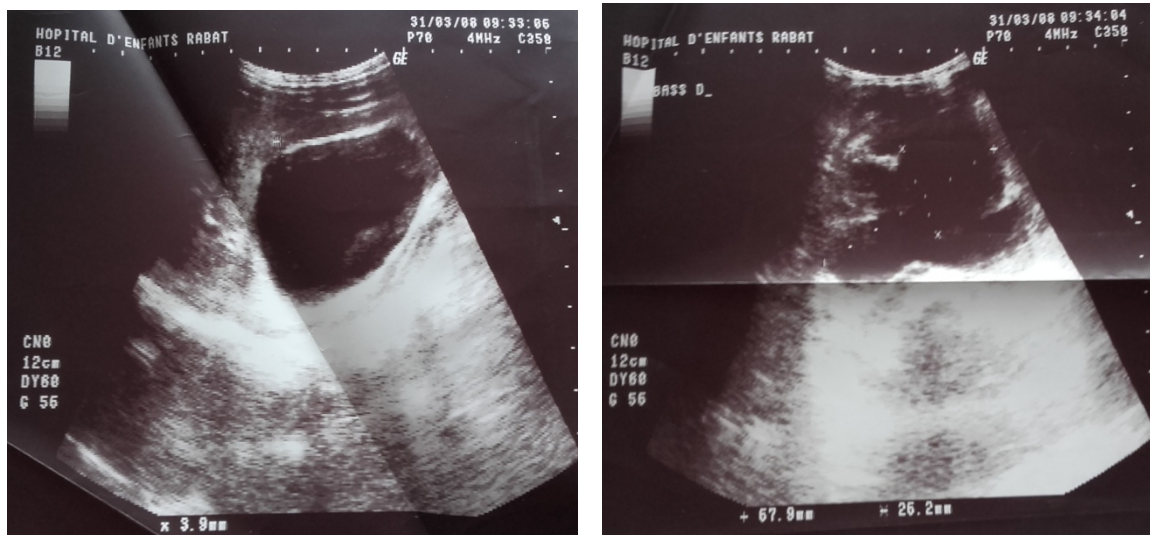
des images échographiques montrant l'urétérohydronéphrose droite majorée sur le bassinet avec amincissement de l'ensemble du parenchyme rénal associé à un mégauretère droit.
